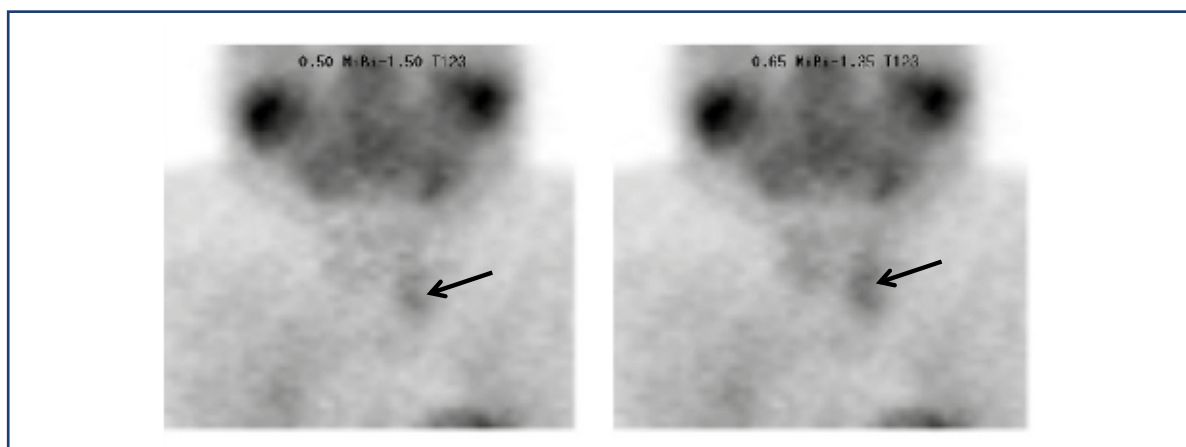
► Images scintigraphiques obtenues chez le patient n°1 par soustraction des images de la thyroïde obtenues à la scintigraphie par ¹²³I des images obtenues à la scintigraphie par ⁹⁹Tc-MIBI, permettant d'objectiver une zone d'hyperfixation compatible avec la présence d'un adénome parathyroïdien inférieur gauche (indiquée par les flèches).
